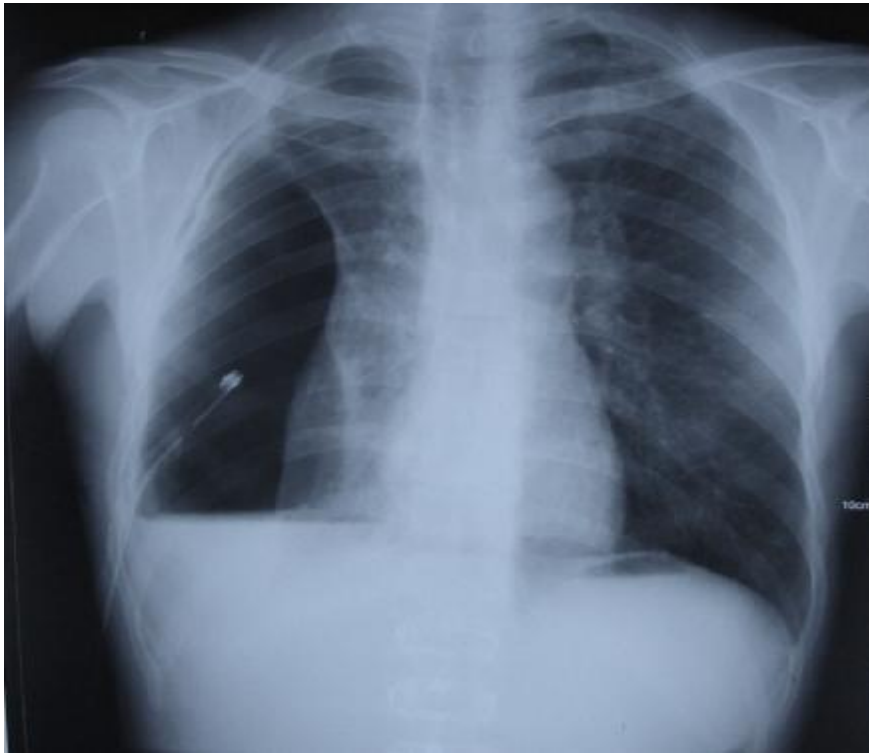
radiographie thoracique de face montrant un pyothorax droit sur poumon détruit[Service de chirurgie thoracique\_CHU HASSAN II ]
